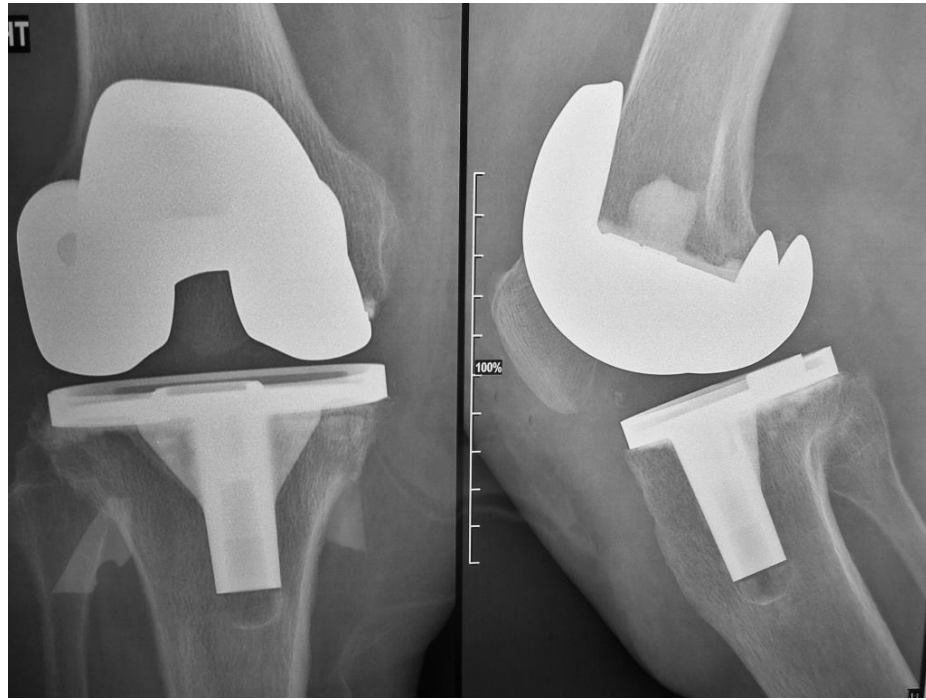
Послеоперационные рентгенограммы пациентки С.
